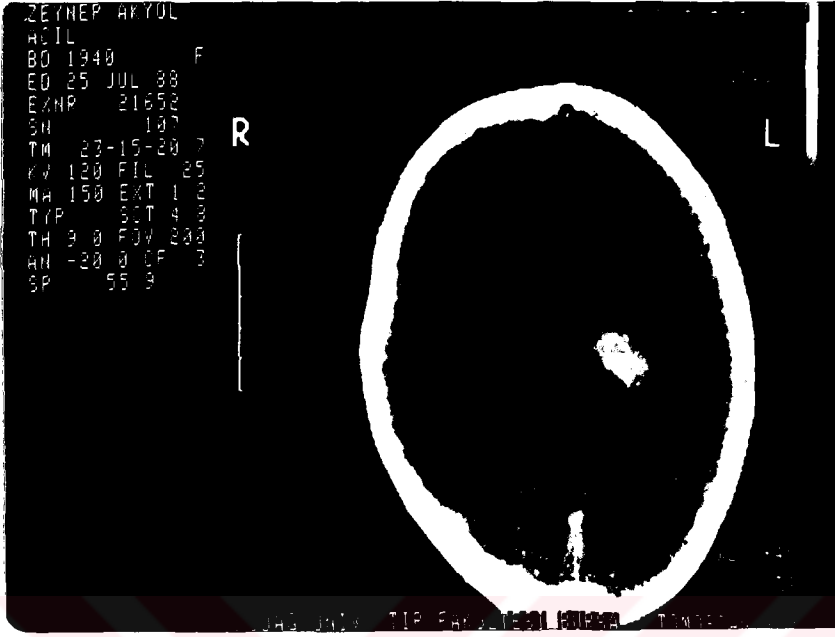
15 nolu vak'anan CT si, Solda temporoparietal hemoraji septanan hastada test sonucu Wernicke afazisi idi.
